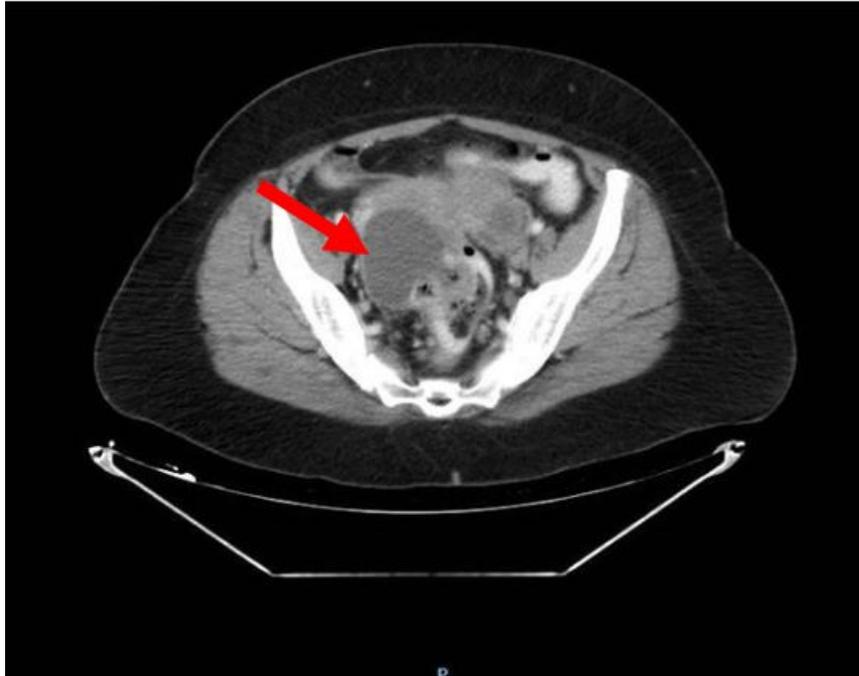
PET-TAC masa hipermetabólica pélvica anexial derecha.
